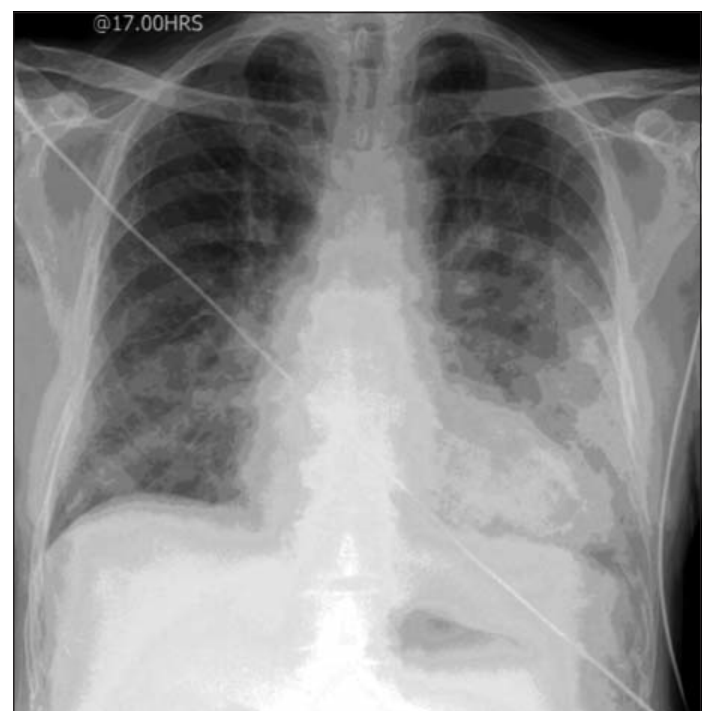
Рентгенограмма органов грудной клетки пациента на стационарном этапе
